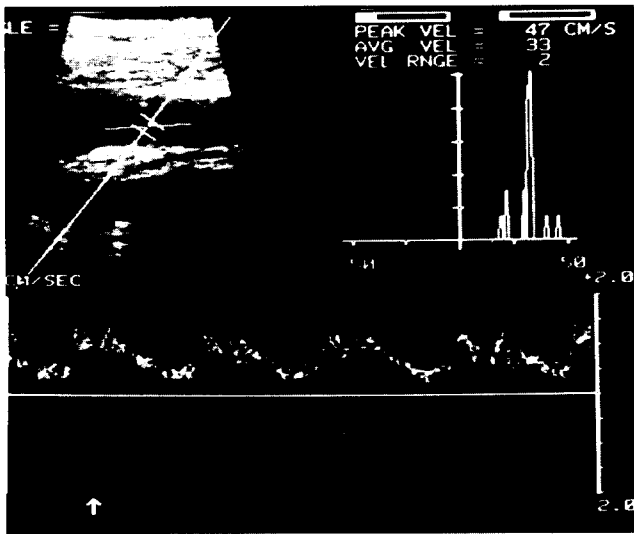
(증례 1)의 수술전에 시행한 이중 초음파 검사에서 우측 경동맥의 협착 소견 이 관찰됨
